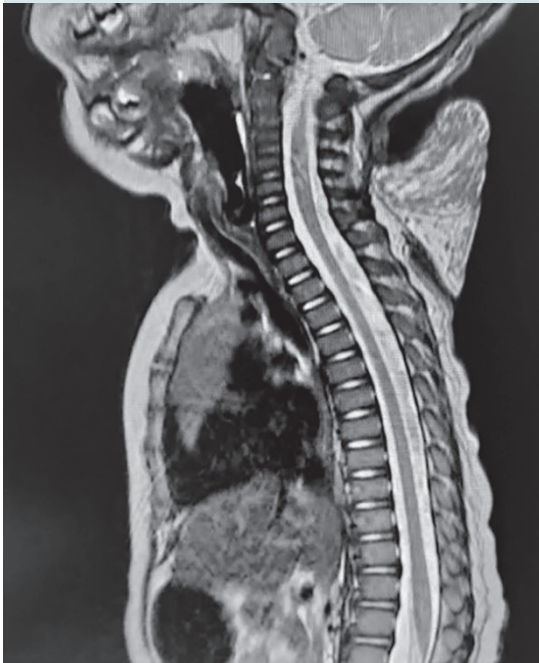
RMN de tumoración inicial.
